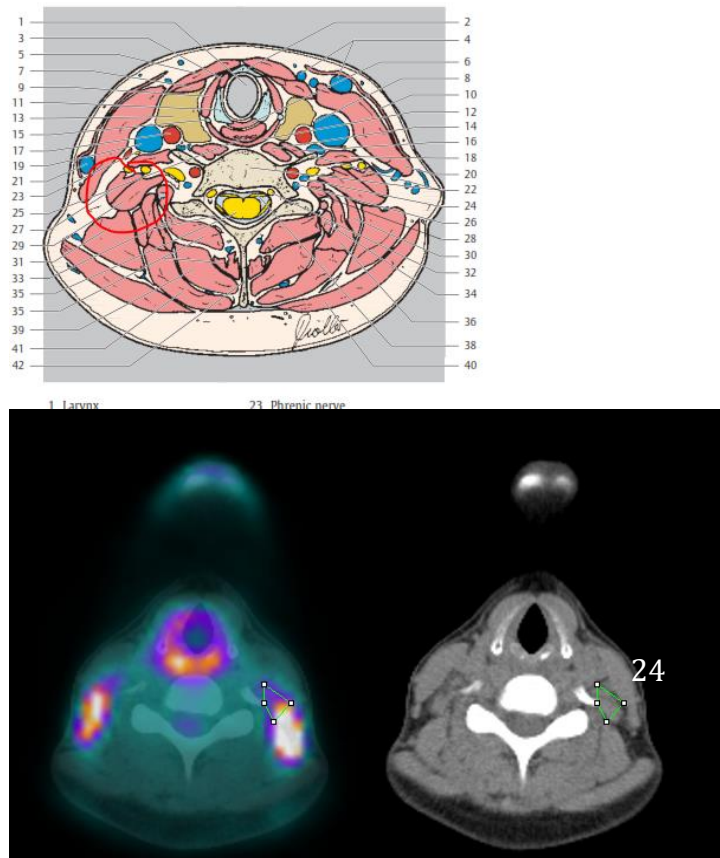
Cuantificación de 18F-FDG en el escaleno
